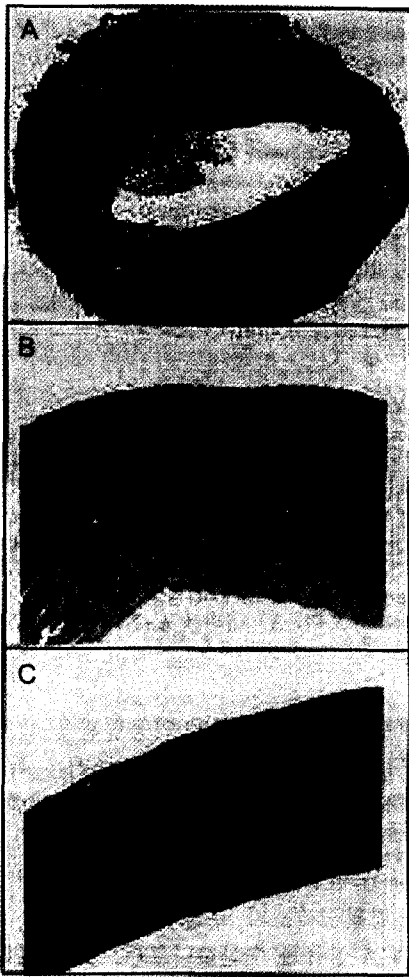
PGA mesh에 배양된 섬유아세포 위로 단층의 내피세포화; A) 내피세포, B) 섬유아세포 core, C) PGA 섬유.
